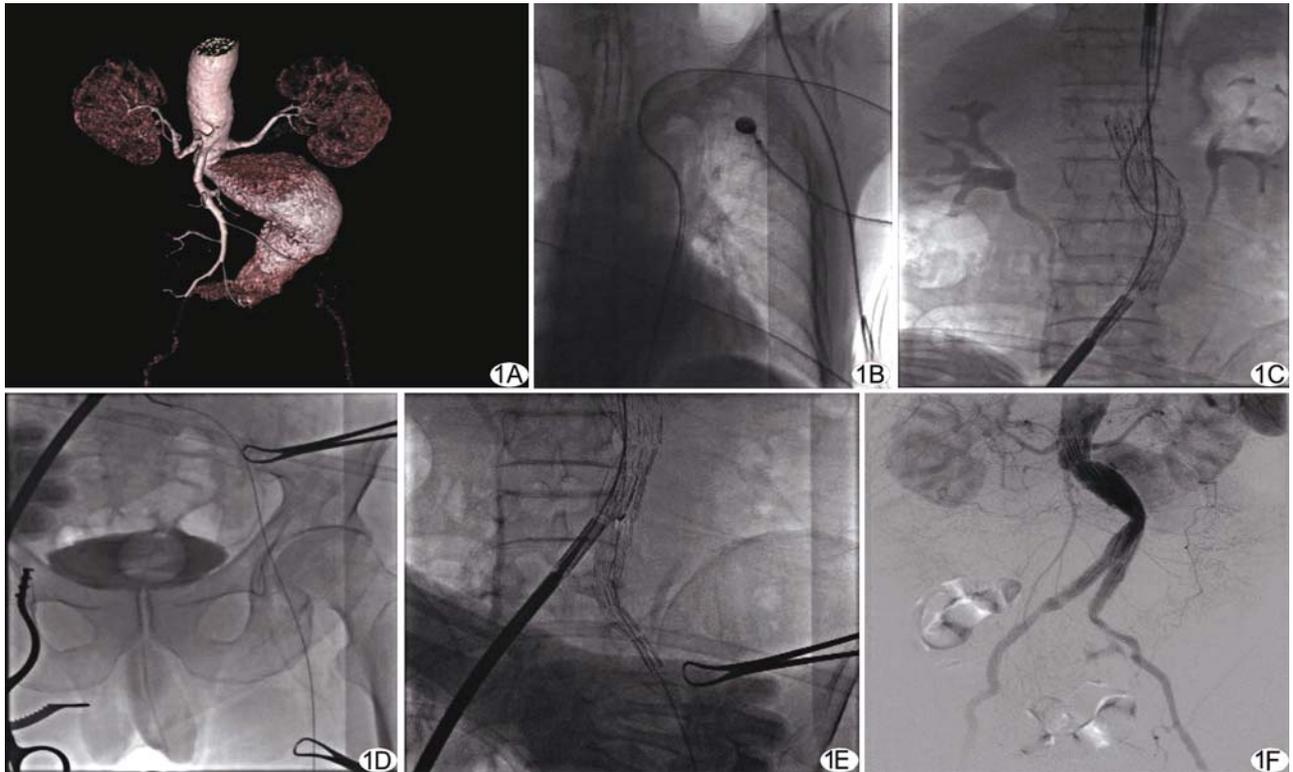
导丝牵张技术 A. CTA 示 AAA 瘤颈短小, 迂曲、成角, 瘤腔巨大; B. 经左肱动脉穿刺, 置 5F 猪尾巴造影导管于 T12 水平进行造影; C. 切开选择植入支架主体一侧的股动脉, 顺序置入超硬导丝和支架释放器, 准确定位后释放带膜支架主体; D. 切开对侧股动脉, 行导丝牵张技术; E. 沿下行导丝“套腿”; F. 术后造影显示支架通畅, AAA 不复显影
